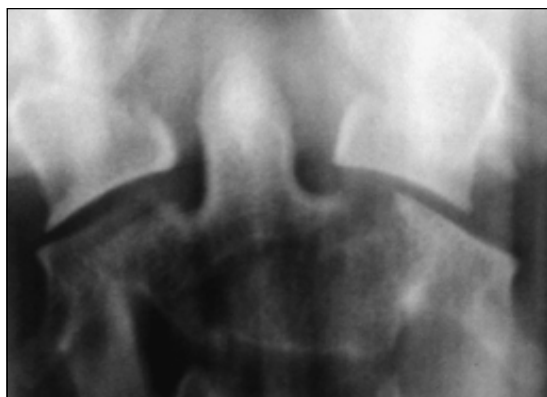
Radiografía C1-C2 AP.
